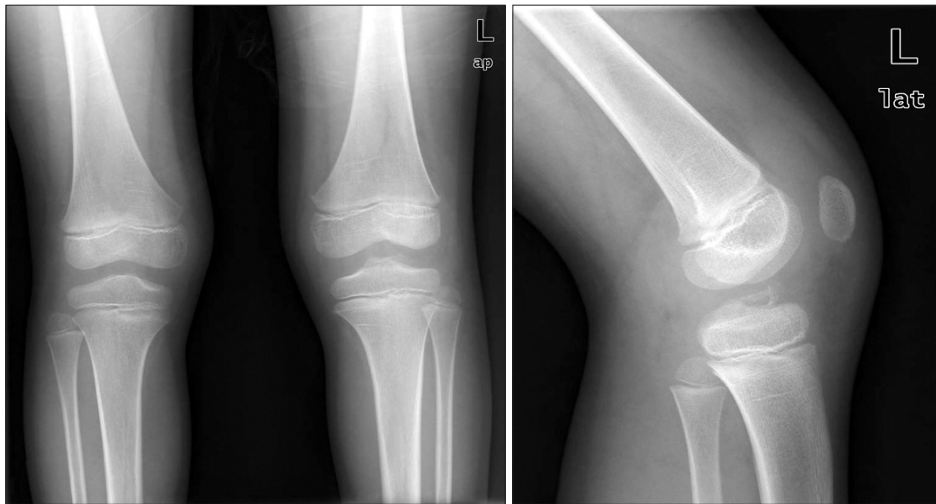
Preoperative plain radiographs show avulsion fracture of the anterior cruciate ligament.
